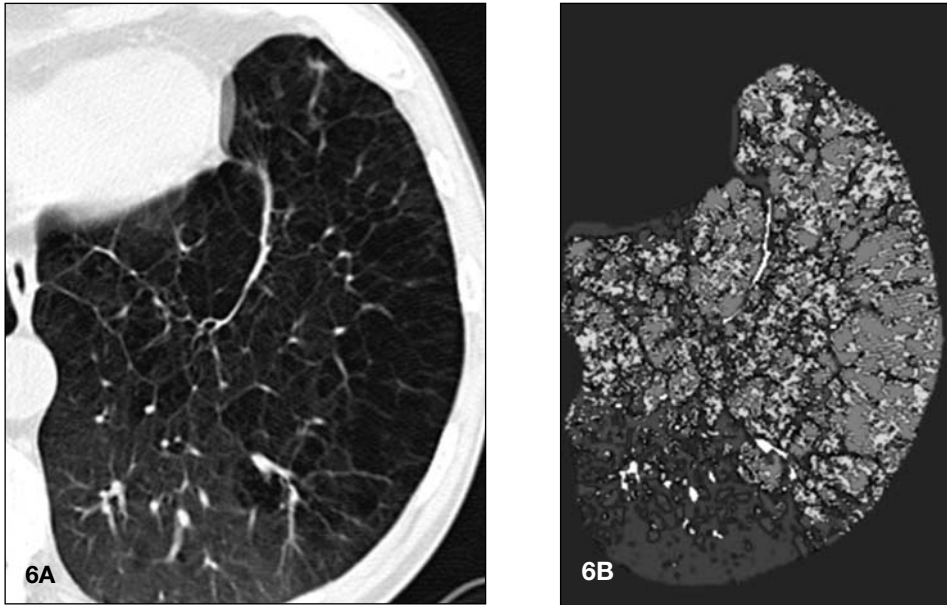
La imagen TC a nivel del lóbulo inferior izquierdo (6A) destaca una extensa destrucción del parénquima pulmonar. El mapa de la perfusión pulmonar correspondiente a este nivel (6B) muestra defectos de perfusión (rojo, verde) correspondientes a las áreas de destrucción del parénquima visualizadas.
